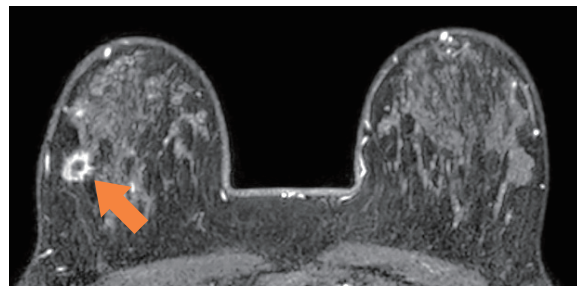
ダイナミック造影MRI(投与1分後、横断像)
